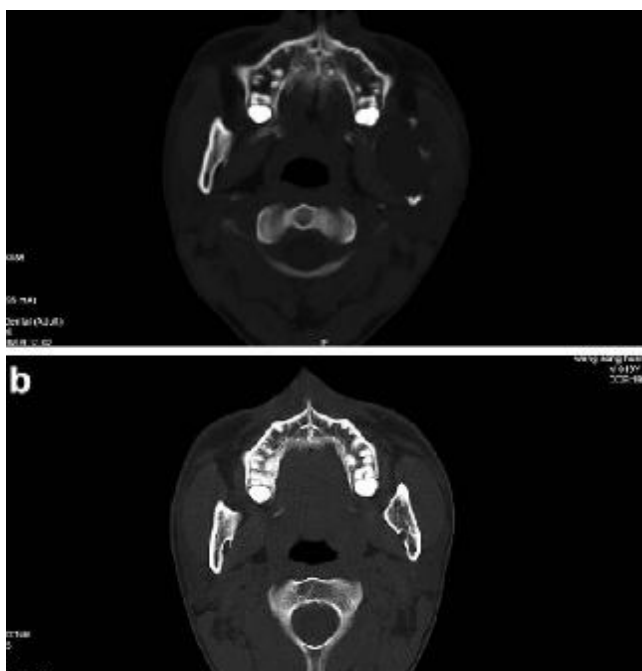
Horizontal cross-section CT images at the mandibular foramen level. (a) Preoperatively, the bone plates of the ramus were very thin, owing to the bulging lesion. (b) After Enu/PO, the large bone cavity was invisible and the bone plates were significantly strengthened.
